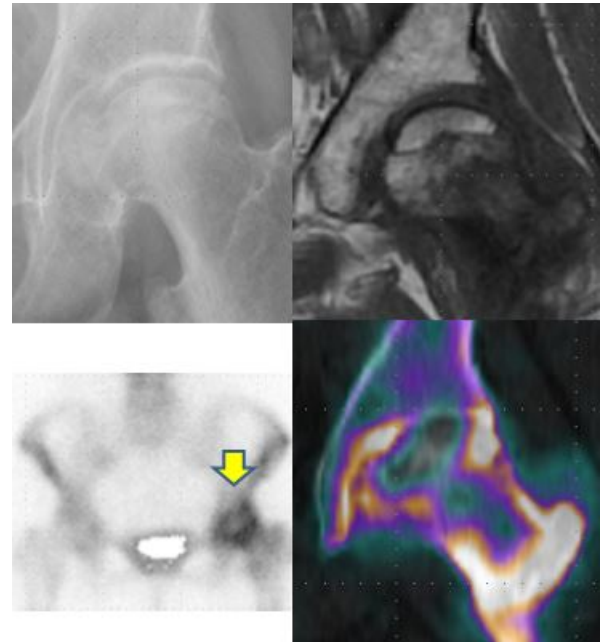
Stage 3a 症例①。右上:単純 X 線像, 左上: MRI T1 強調像, 右下: 骨シンチグラフィ像, 左下: SPECT/CT 像。
